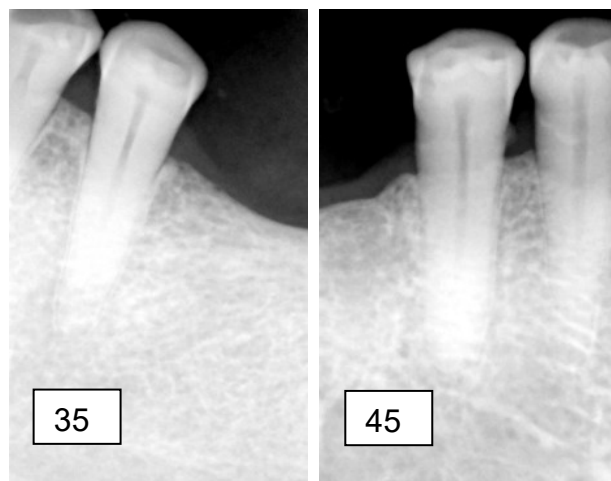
Radiografia dos dentes pilares 35 e 45
